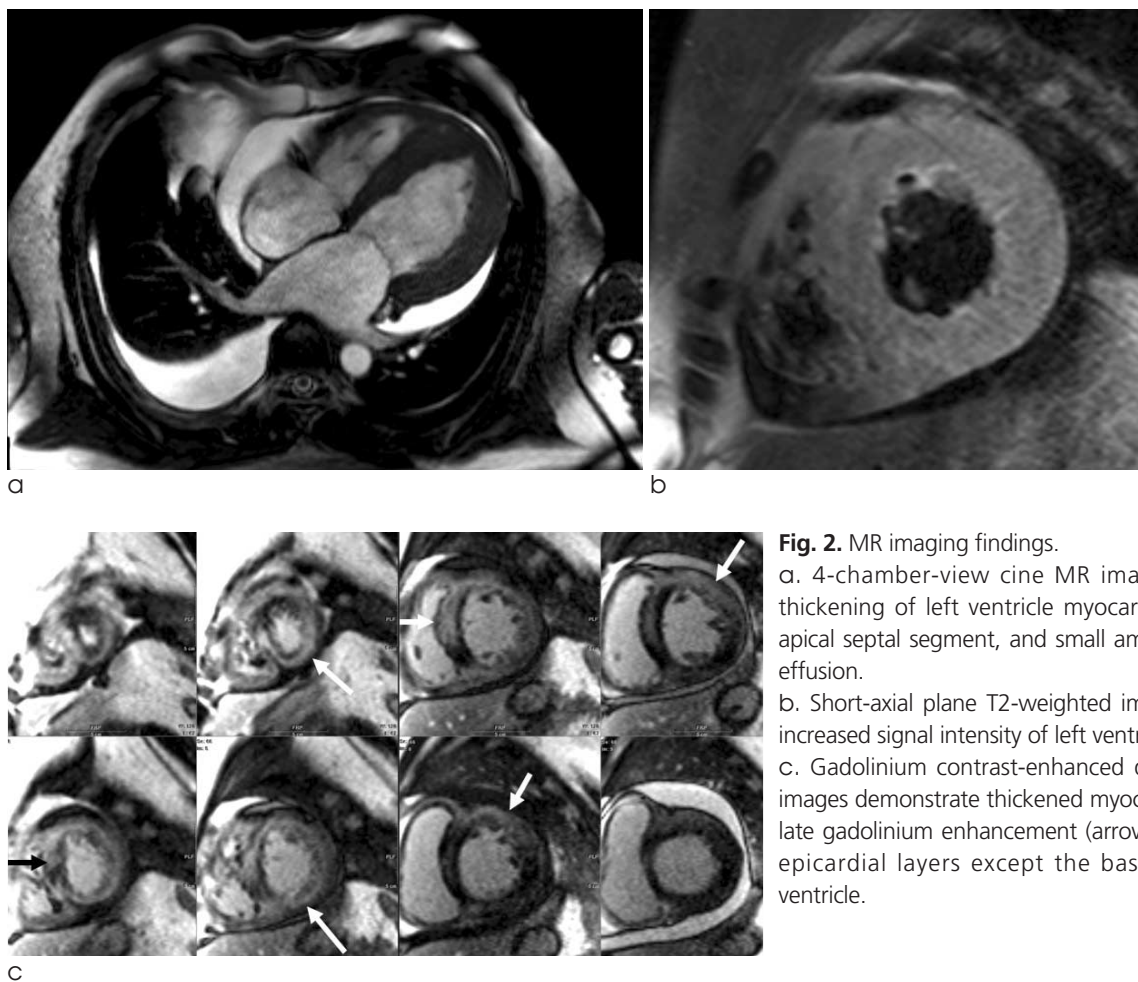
MR imaging findings.
